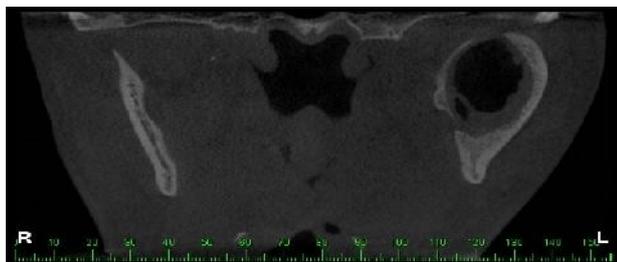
Tomografia computadorizada (corte coronal) - imagem hipodensa compatível com lesão osteolítica expansiva em mandíbula (E).
